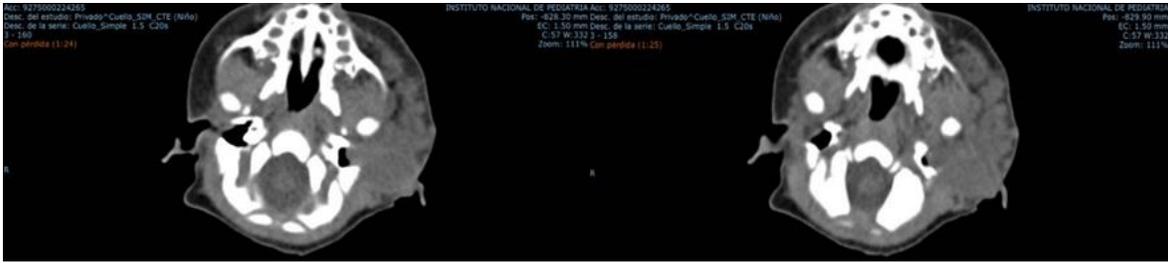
Tomografía axial computarizada simple y contrastada de cabeza y cuello.
